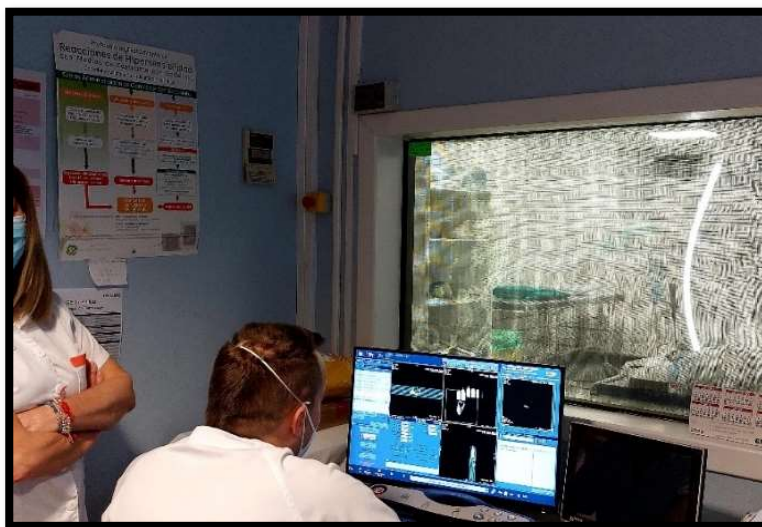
Resonancia magnética con estudio de material óseo.
